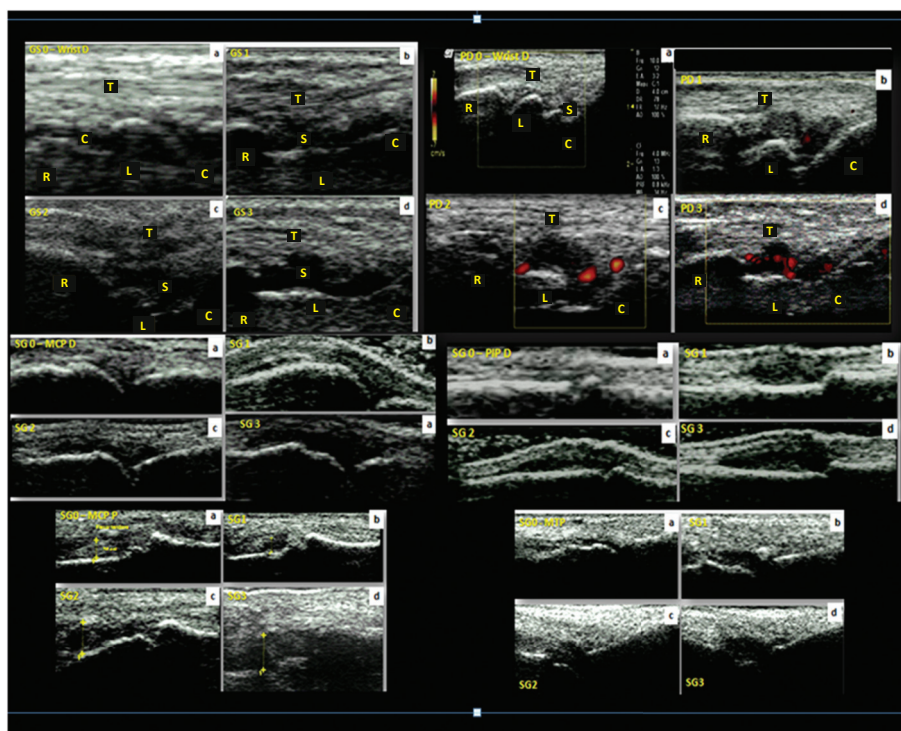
Sinovite identificada pelo ultrassom em gray scale (GS) e em power Doppler (PD). a = grau 0; b = grau 1; c = grau 2; d = grau 3. T: tendão; S: sinovite; R: rádio; L: semilunar; C: capitato; c: cartilagem; D: dorsal; P: palmar.
